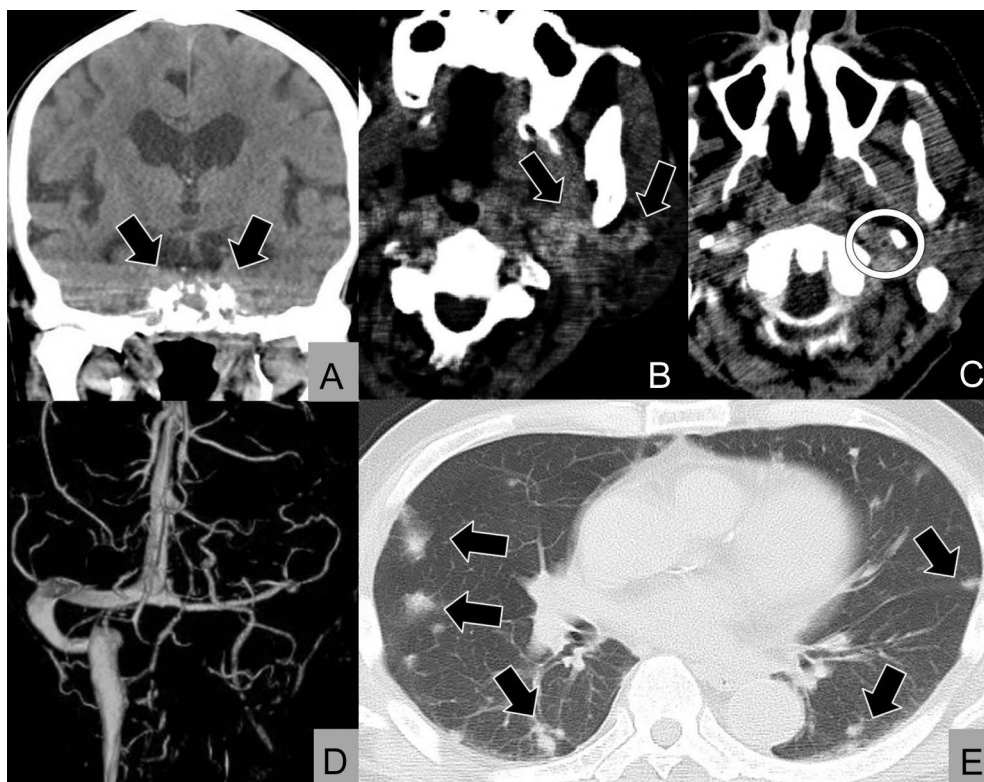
Head, cervical and chest computed tomography (CT) image.
